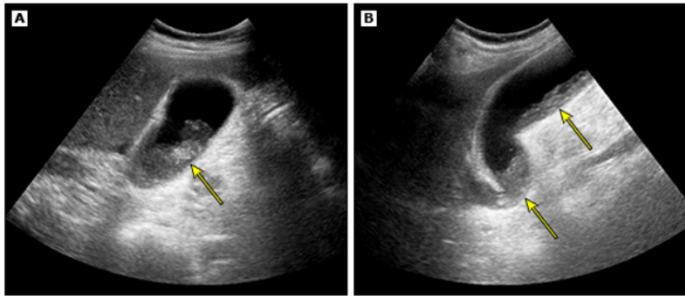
Imágenes de ecografía en un paciente con lodos de la vesícula biliar.
